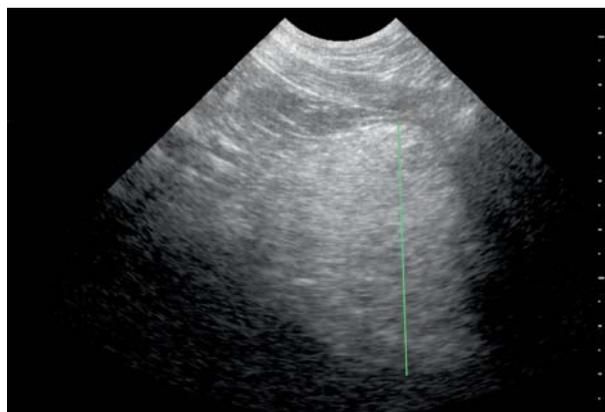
Ultrasonografische paramediane Längsansicht der Prostata eines 8-jährigen gesunden Rüden mit einem Körpergewicht von 30 kg. Diagnose: Leichtgradige Prostatomegalie (sagittale Höhe: 5.2 cm) mit kleinen Zysten.
